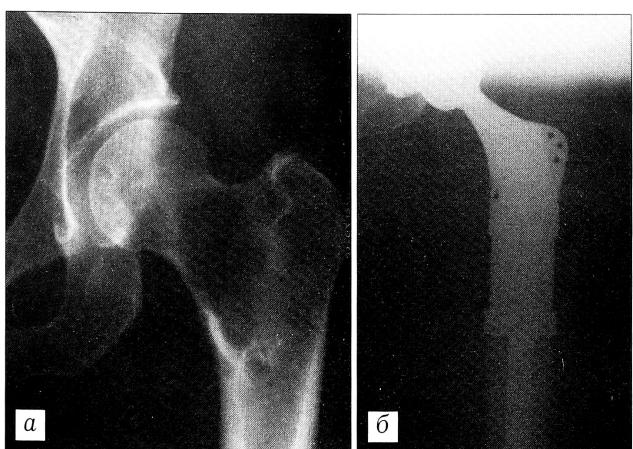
Рентгенограммы больной Б. Метастатическое поражение проксимального отдела бедра с патологическим переломом.
